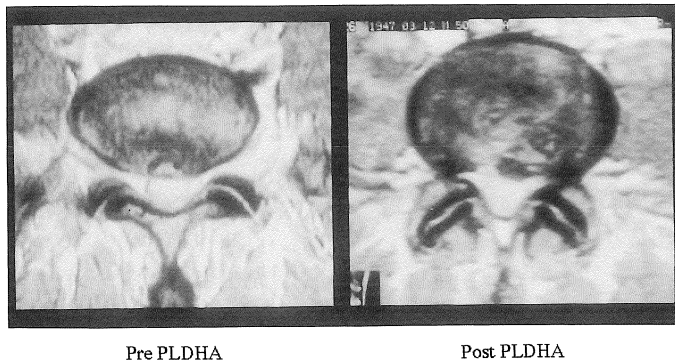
The ablated area of the disc protrusion was shown as low intensity area in the postoperative MR image.
